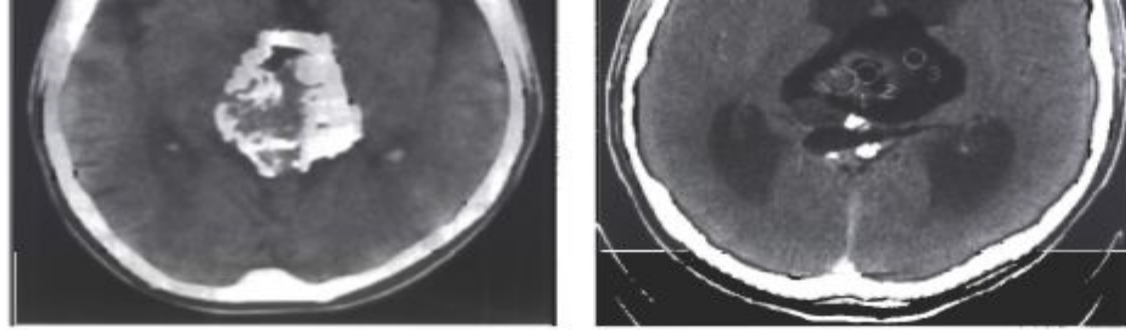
КТ в диагностике опухолей pineальной области. Разные болезни:
